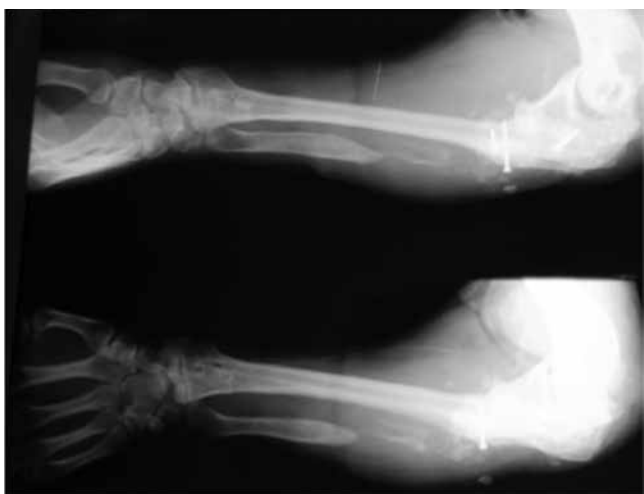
Radiografías postoperatorias del retiro del clavo centromedular donde se observa integración de la formación de un solo hueso.
